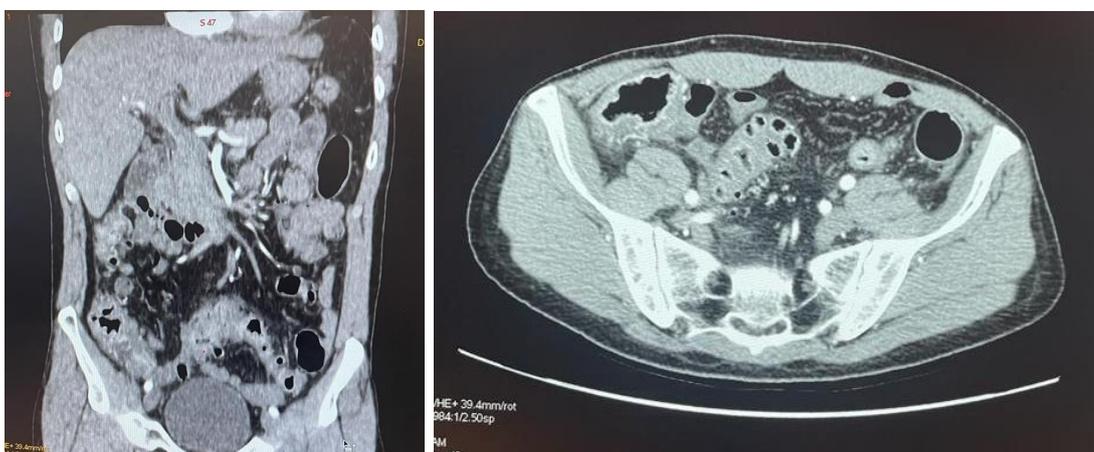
КТ-картина дивертикулярного абсцесса.
